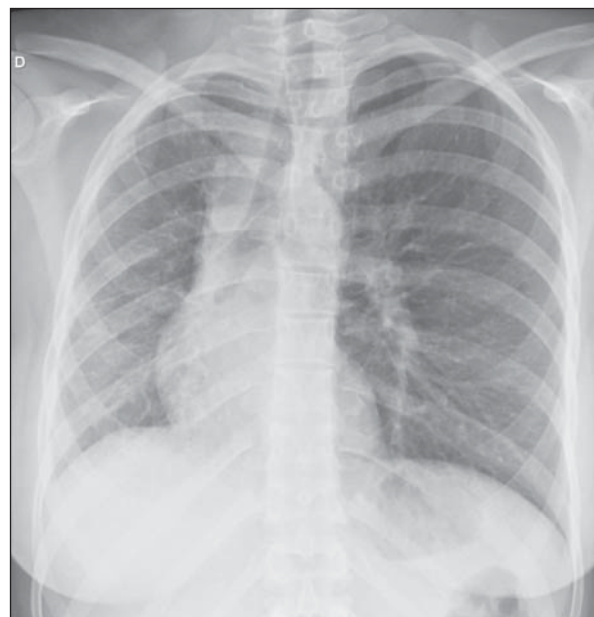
Radiografia de tórax demonstrando pulmão direito de dimensões reduzidas e desvio ipsilateral do mediastino.
